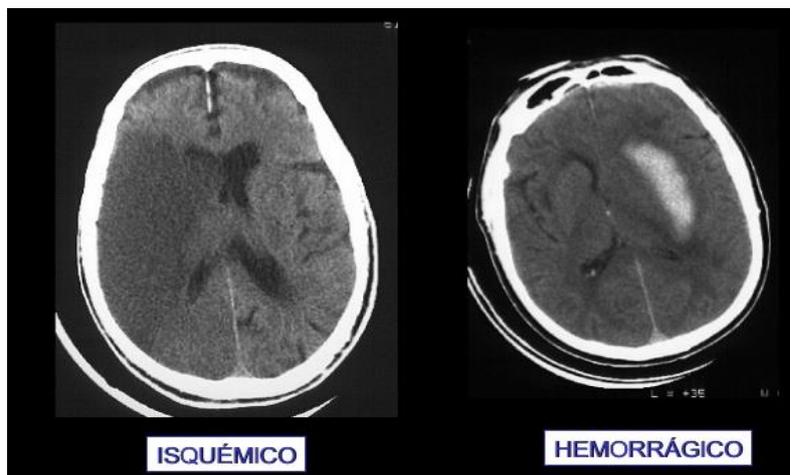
TAC craneal simple.
